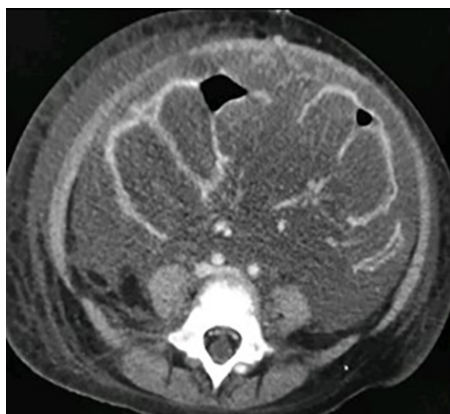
TC Contrastada Abdomen.
